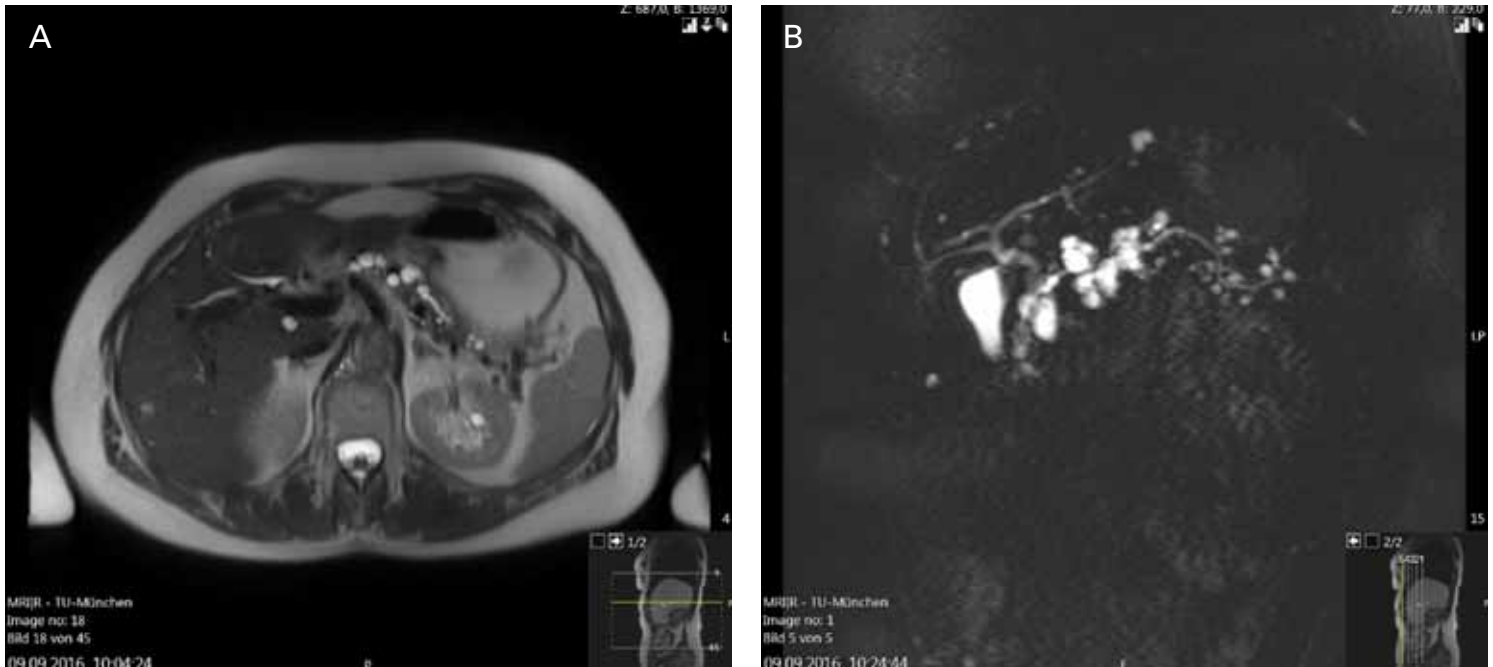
T2-weighted MRI scan of BD-IPMN (A); MRCP of BD-IPMN (B)
